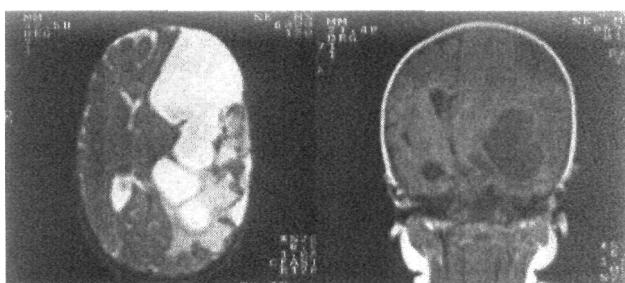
Пациент Х. МРТ T1—T2: ВУИ недифференцированной этиологии, вентрикулит (вторично Enterobacter), постгеморрагическая поствоспалительная окклюзионная гидроцефалия с исходом в поликистоз головного мозга.
